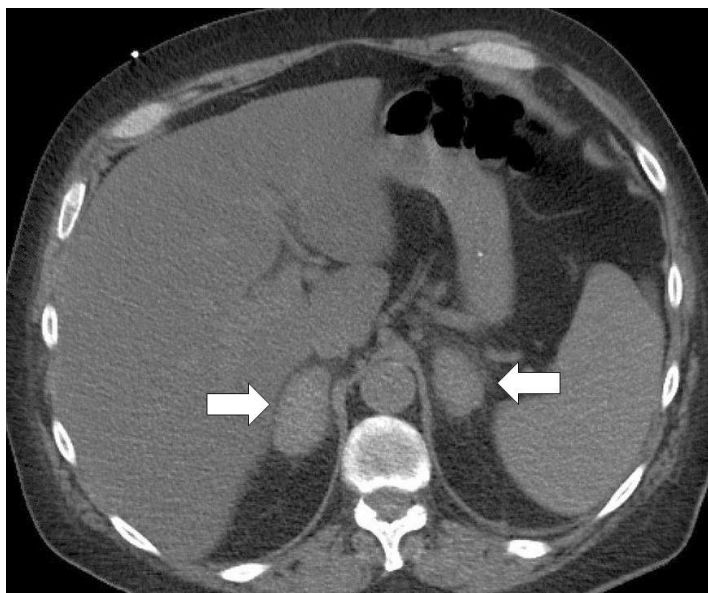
Imagen de tomografía computarizada que muestra (flechas) aumento de volumen e hiperintensidad de ambas glándulas suprarrenales, sugestivo de hemorragia suprarrenal bilateral.
